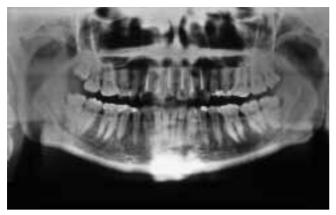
Röntgenologische Übersicht im OPT; die Weisheitszähne sind parodontal beherdet; die devitalen Frontzähne sollten im Einzelzahnröntgenbild genau beurteilt werden.
